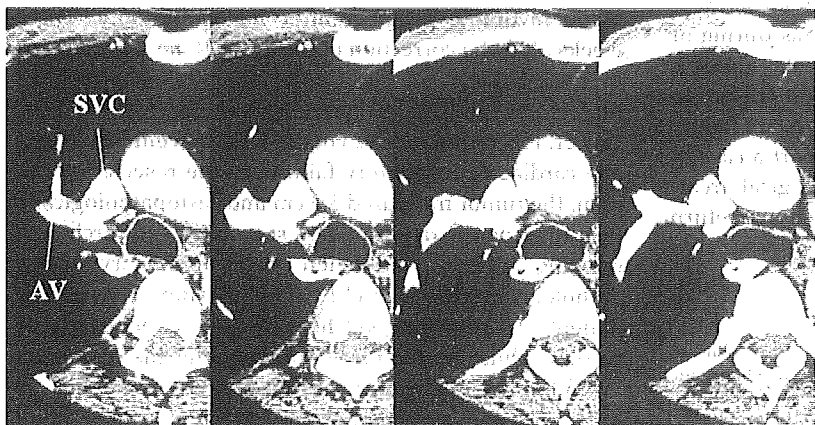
Chest computed tomographic scans show a right anomalous vein draining into the superior vena cava. (SVC = superior vena cava; AV = anomalous vein.)
